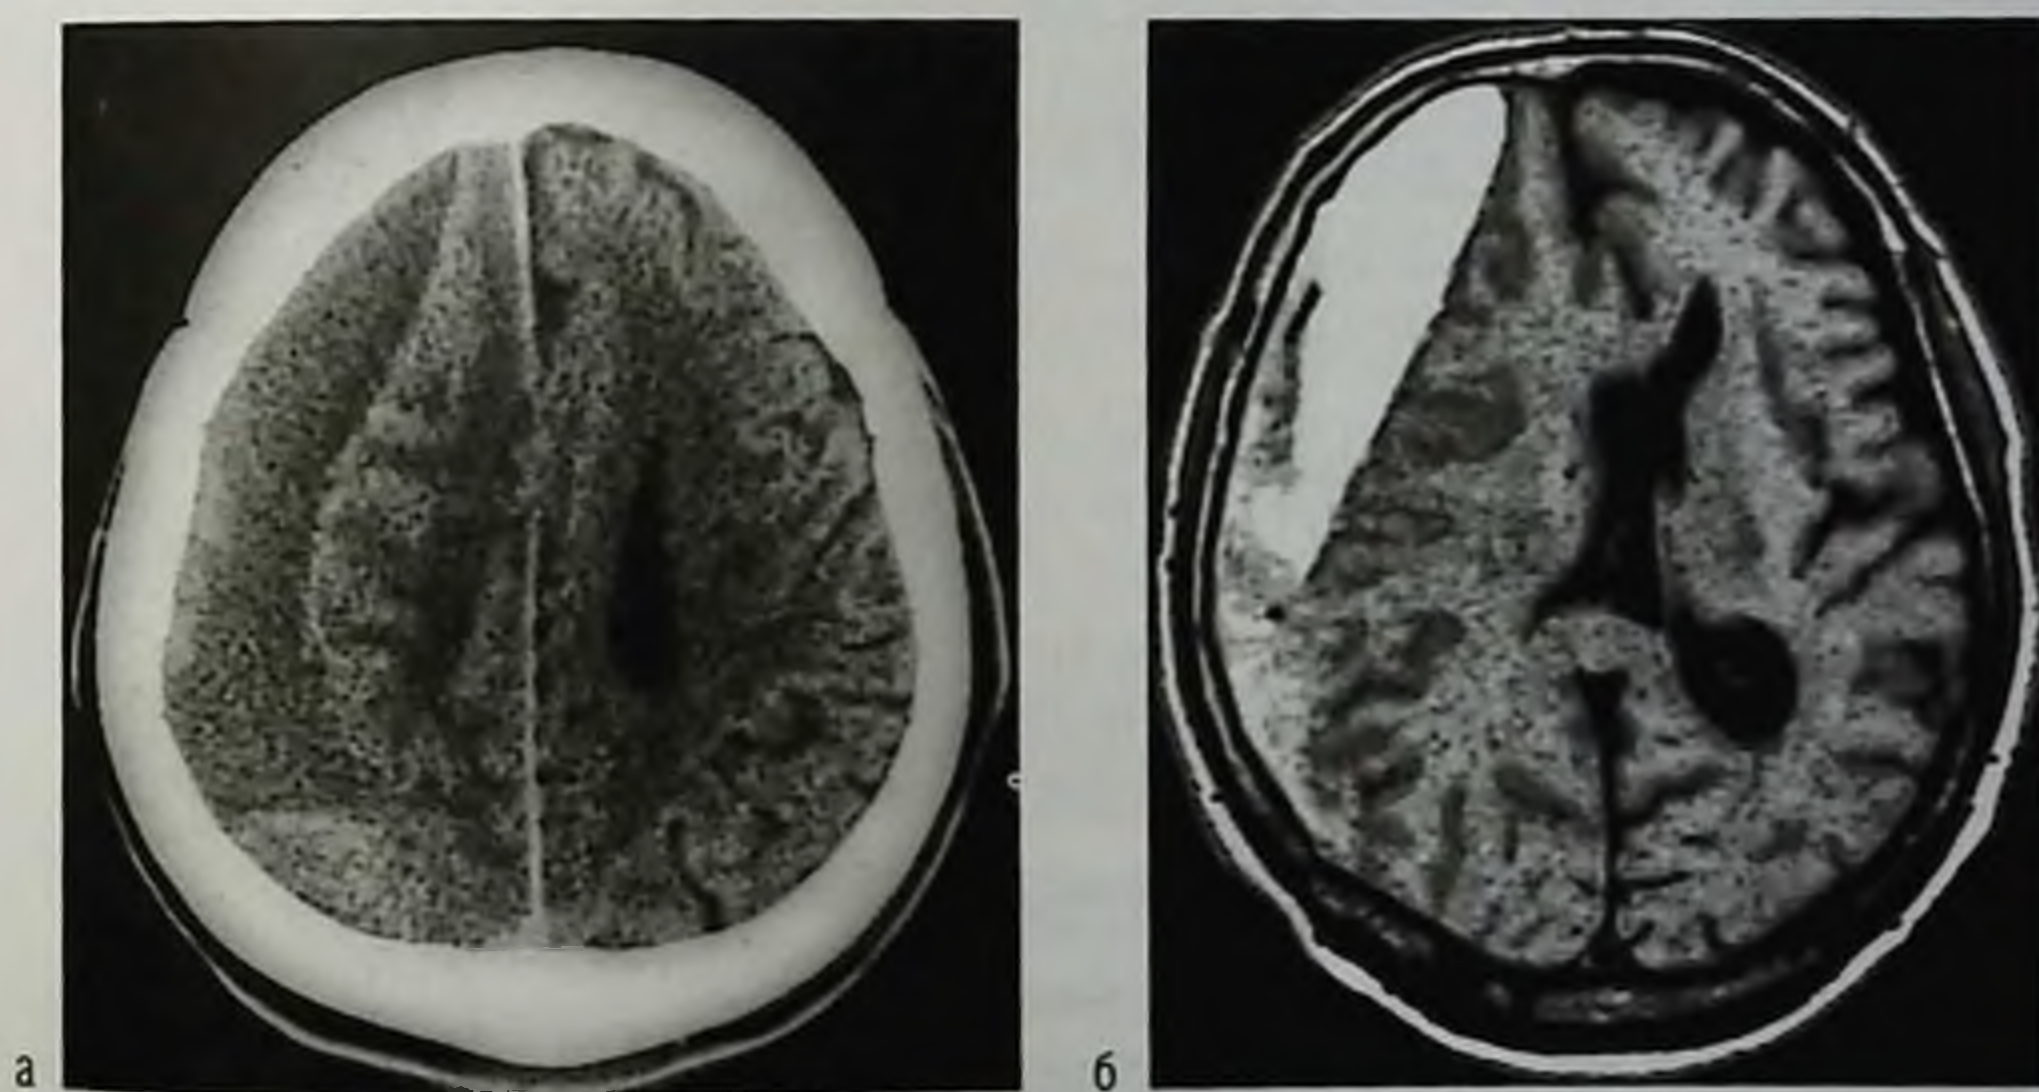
Хроническая субдуральная гематома правой лобно-теменно-височной области: а — компьютерная томограмма; б — магнитно-резонансная томограмма, T1-взвешенное изображение
